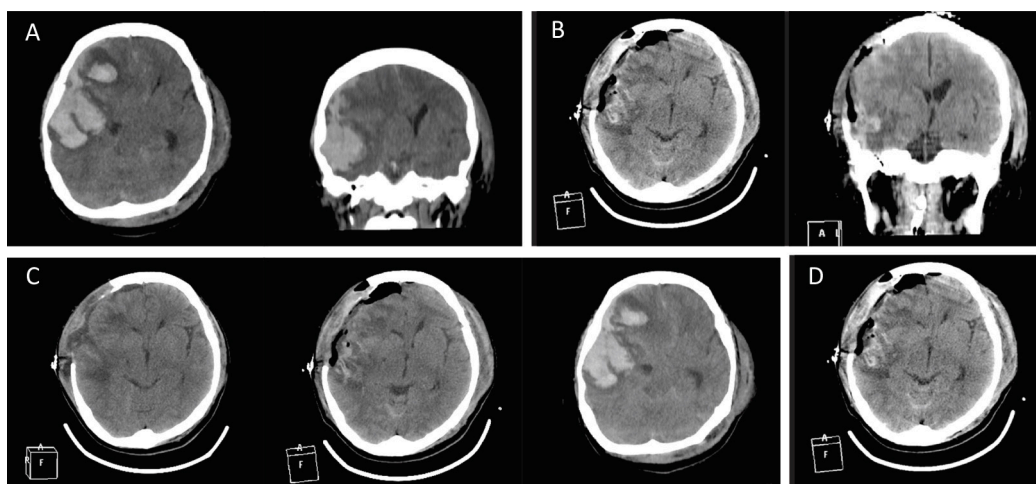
КТ-снимки головы. а. КТ-снимок головы, полученный в приемном отделении: множественные геморрагические ушибы, субдуральная гематома и смещение срединных структур. б. КТ-снимок головы, полученный через 24 часа после первой операции: уменьшение признаков синдрома объемного образования в полости черепа и костный дефект. с. КТ-снимок головы, полученный через 28 дней после хирургического вмешательства, в сравнении с КТ-снимками, снятыми через 24 часа после вмешательства и до него. д. КТ-снимок через 9 месяцев после травмы с краниопластикой: минимальная энцефаломалиция
